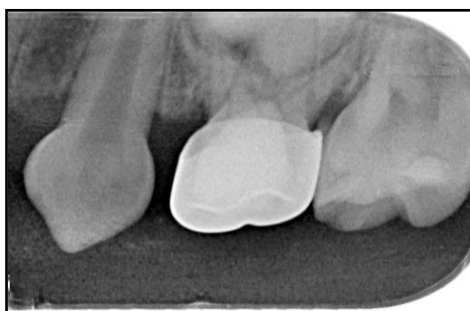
Radiografía de control 6 meses pieza 9p.
